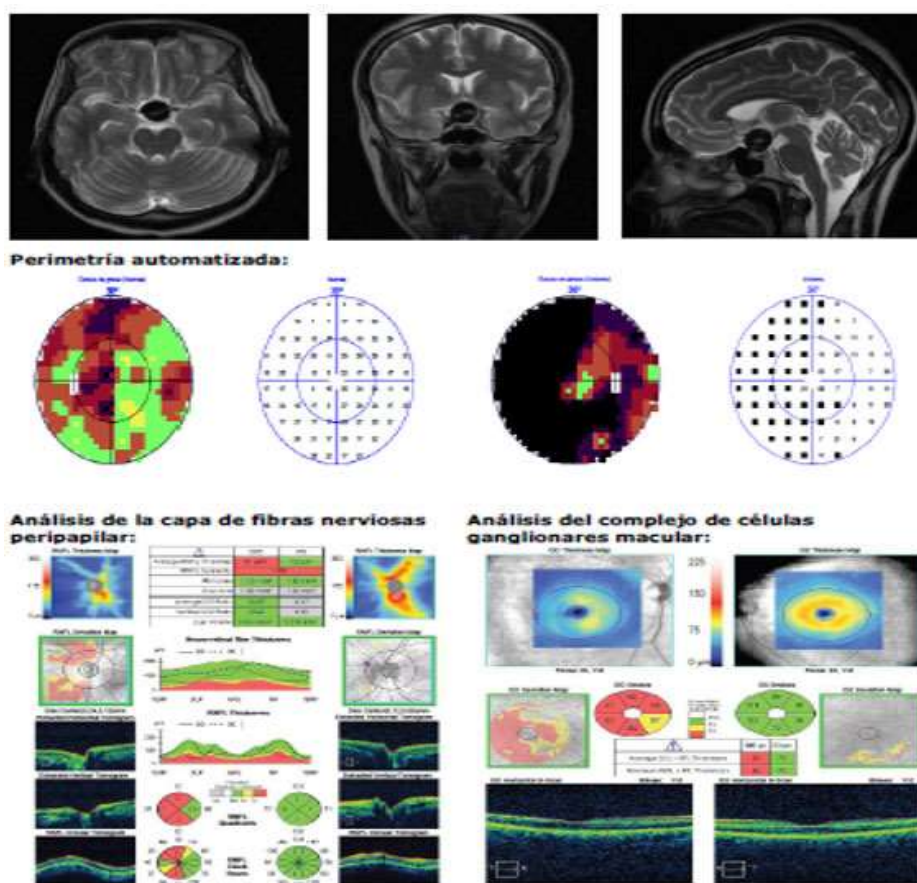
Resonancia magnética simple de cráneo y órbitas. Presencia de una lesión ocupativa supraselar.
